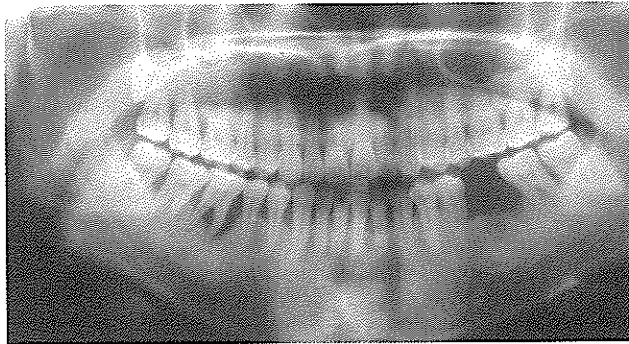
파노라마 방사선사진에서 소실된 하악 좌측 제1대구치부위와 하악관과의 관계가 관찰되며 인접치와 대합치의 관계가 전반적으로 관찰된다. 그러나 해당부위의 협설관계는 관찰할 수 없다.
